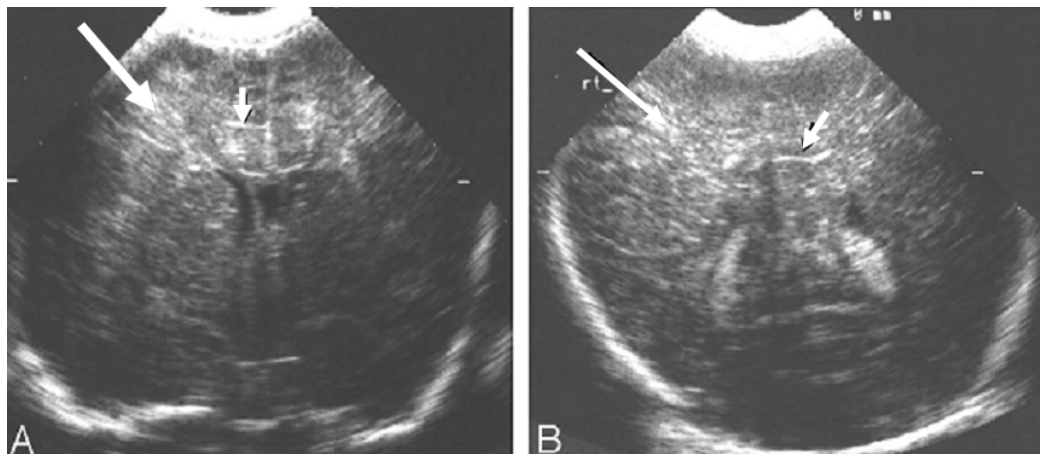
Criança com deficiência de ortinina transcarbamilase. US em (A) e (B) no plano coronal mostrando giro reto fora da fissura interhemisférica (seta curta), perda da diferenciação da substância cinzenta/branca e perda da definição tecidual na desigual substância branca ecogênica (seta longa) (seta longa). Esta criança estava muito instável para ser transferida para a realização da ressonância magnética (Leijser).
